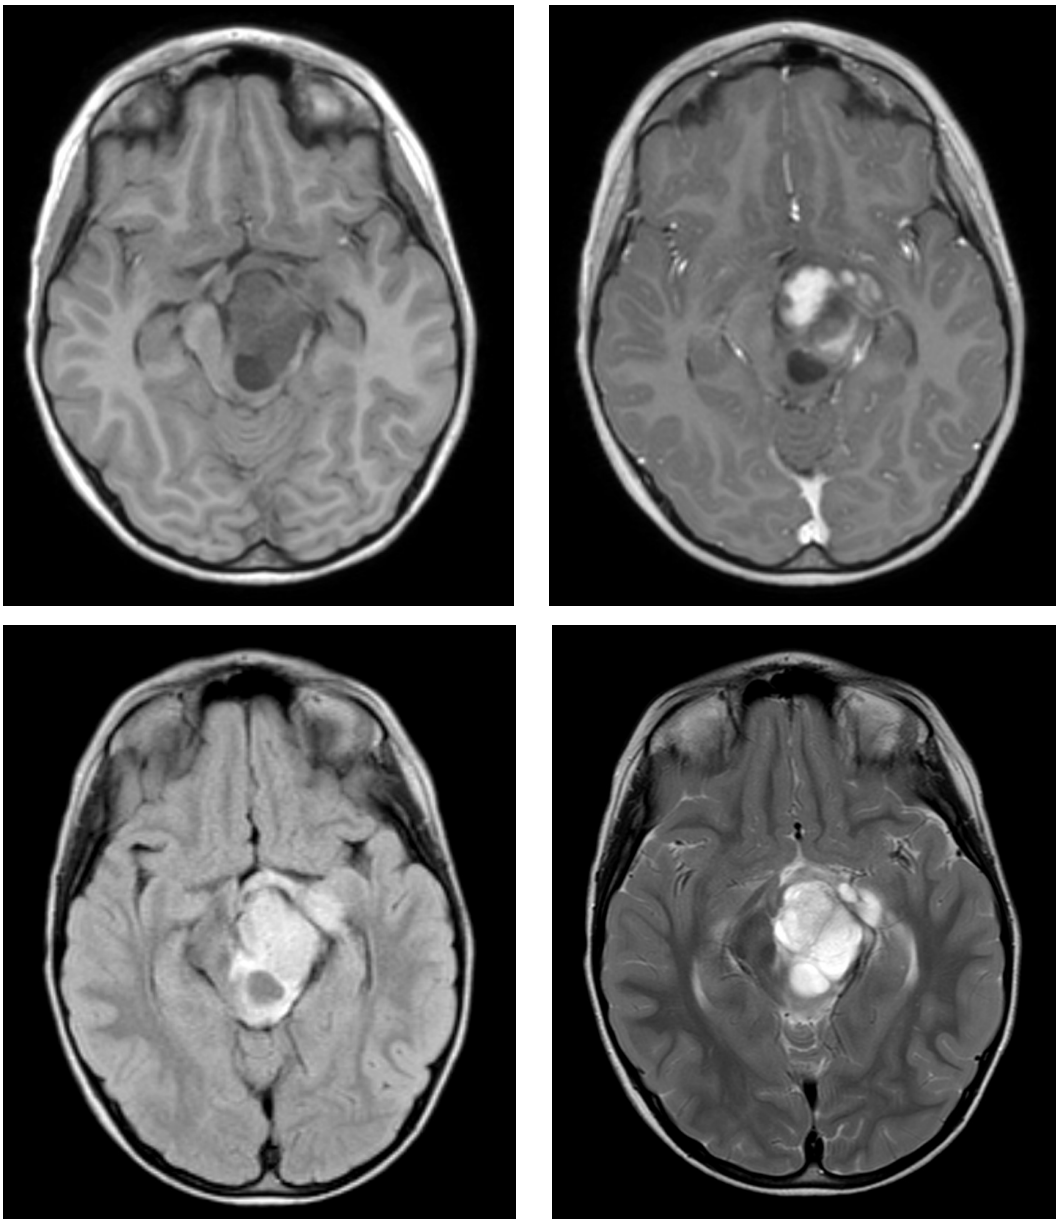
Paziente 4: sintomatologia all'esordio caratterizzata da cefalea, quotidiana, gravativa, con intensità generalmente lieve ed esacerbazioni ma senza deficit neurologici; riscontro, alla RM, di una lesione espansiva talamo-capsulare, mesencefalica ed ipotalamo-chiasmatica destra (la paziente presenta miopia, ma non altri deficit del campo visivo).
